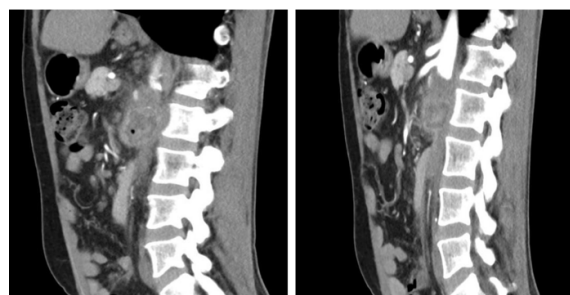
Angio TC seguimento
